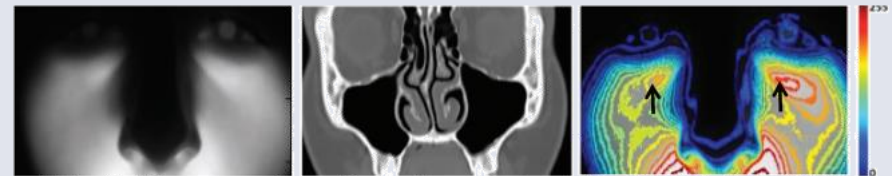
This subject had a recent normal computed tomography scan. Note the symmetry and strong infraorbital intensities on near-infrared imaging (arrows).
